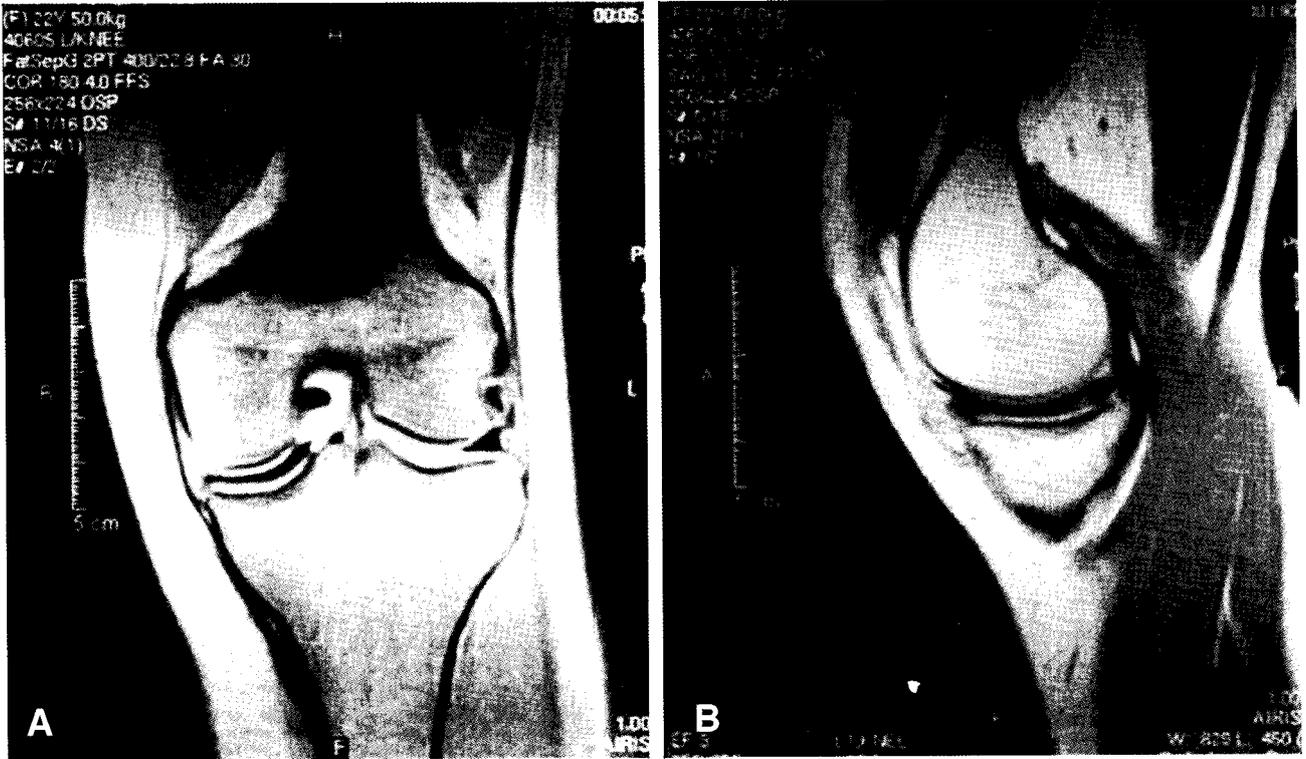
(A) Midcoronal MR image of the left knee showing the medial discoid meniscus (B) Sagittal MR image shows the medial discoid meniscus.
